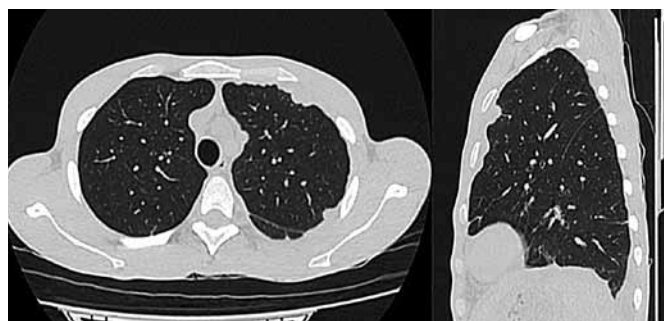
Клинический пример 2. Субплевральные участки уплотнения округлой формы в левом легком по данным КТ ОГК пациента А. при поступлении в стационар
